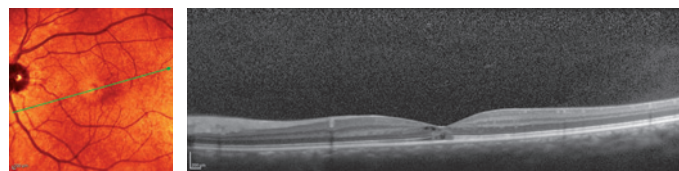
Télangiectasies maculaires de type 2. Œil gauche. Fond d'œil et kyste fovéolaire à la tomographie par cohérence optique, discontinuité de la ligne des photorécepteurs.
